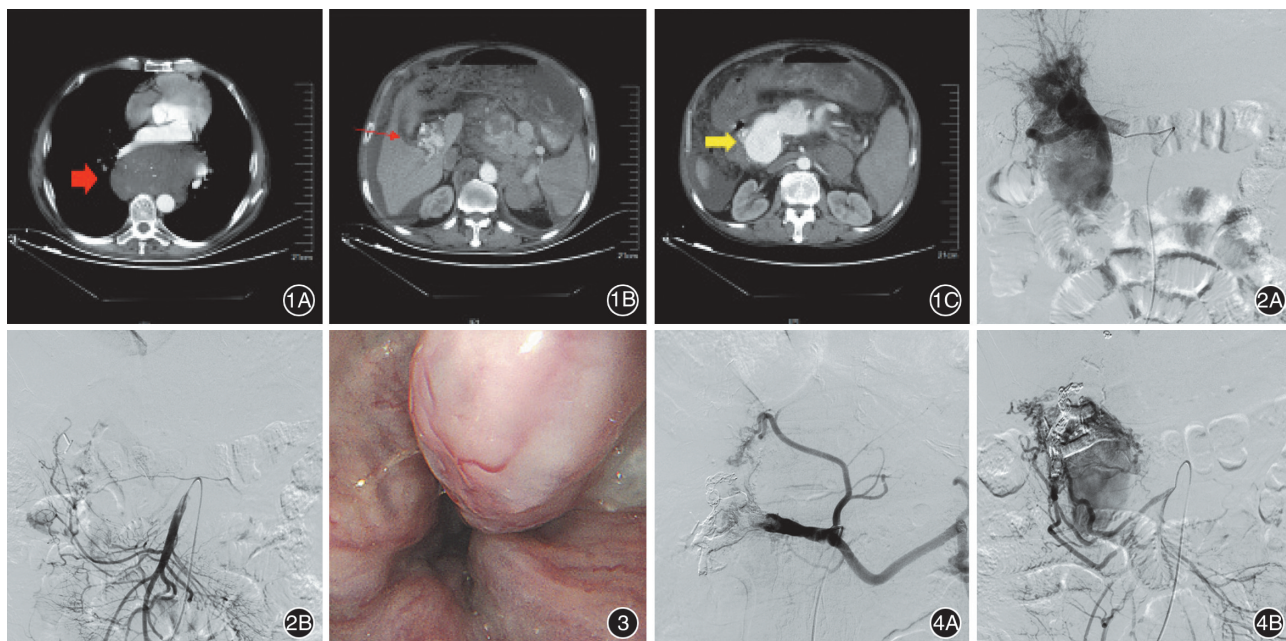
CT 增强图 1A:“纵隔肿物”(红色粗箭头所指);1B:海绵样变(红色细箭头所指);1C:门静脉瘤样扩张(黄色箭头所指),且在动脉期增强 图 2 第一次腹腔动脉造影 2A:肝动脉造影;2B:肠系膜上动脉造影 图 3 胃镜示食管静脉曲张 图 4 第二次手术腹腔动脉造影 4A:腹腔干造影;4B:肠系膜上动脉造影见新开放的动脉-门静脉瘘形成及囊样扩张的门静脉显影
